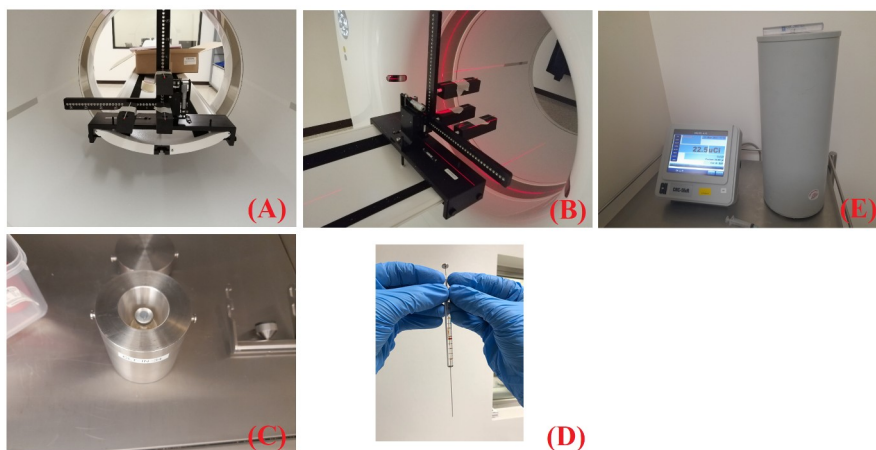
Materiales de la prueba técnica de resolución espacial en PET. Los materiales son: (A) accesorio L junto con tres soportes de espuma para las fuentes radioactivas puntuales; (B) el sistema ‘L-fuentes’ alineado con el isocentro del gantry mediante los láseres tomando como referencia espacial a la fuente radioactiva ubicada en el vértice del accesorio L; (C) vial, que contiene la muestra de flúor-18, introducido en un recipiente blindado con plomo; (D) jeringa de 5 μL ; (E) Activímetro de pozo modelo CRC[®]-55tR del fabricante Capintec.
